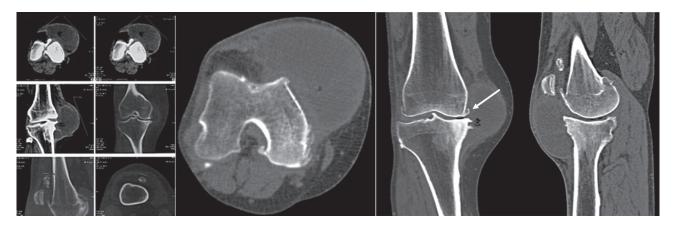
Предоперационная компьютерная томография правого коленного сустава. Гигантская киста мениска (обозначена стрелкой) сообщается с полостью сустава
